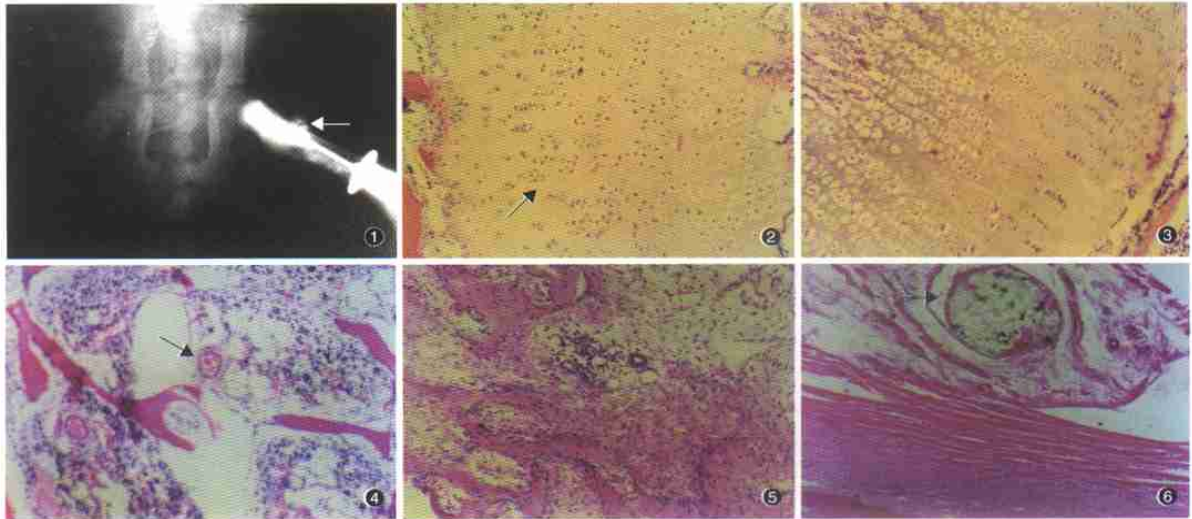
注射TH胶部位, 箭头示小静脉内TH胶栓塞X线片 图2 实验侧骶板, 箭头示骶板软骨细胞排列紊乱 HE × 100 图3 对照侧骶板 HE × 100 图4 实验侧骨骺, 箭头示血管淤滞 HE × 100 图5 对照侧骨骺 HE × 100 图6 实验侧滑膜下小静脉内TH胶栓塞(箭头示) HE × 100
